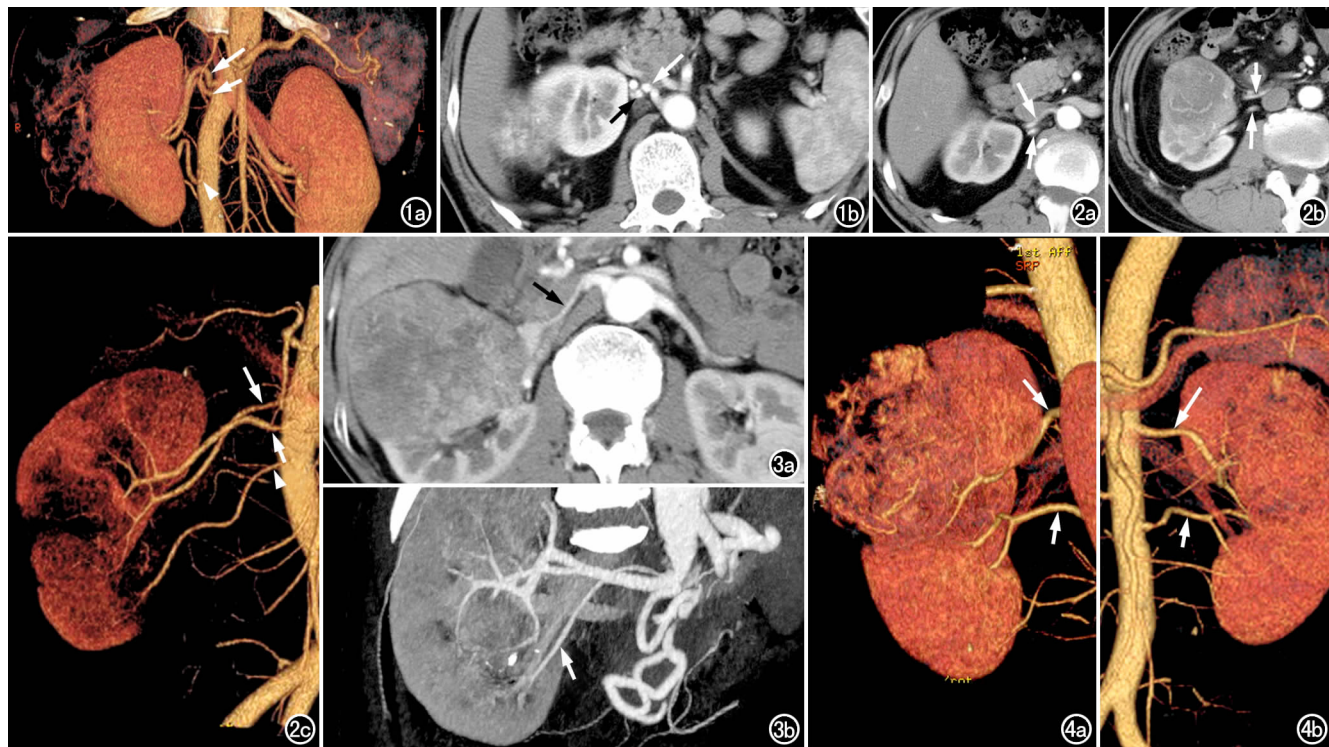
右肾高分化透明细胞癌并多支肾动脉。a) VR 图像示右肾 3 支肾动脉起自于腹主动脉, 依次为主肾动脉(长箭)、副肾门动脉(短箭)和副肾下极动脉(箭头); b) 横轴面 CTA 图像示主肾动脉(白箭)与副肾门动脉(黑箭)的关系。图 2 右肾中分化透明细胞癌并多支肾动脉。a) 横轴面 CTA 图像示副肾门动脉(长箭)和主肾动脉(短箭)走行于下腔静脉后方; b) 下方层面 CTA 示副肾下极动脉(短箭)位于主肾动脉(长箭)的前方; c) VR 图像, 清晰显示右肾 3 支肾动脉起自于腹主动脉, 副肾门动脉(白箭)和主肾动脉(短箭)走行于下腔静脉后方, 副肾下极动脉(箭头)走行于下腔静脉前方。图 3 右肾高分化透明细胞癌, CTA 示右侧副肾下极动脉(箭)。a) 横轴面图像; b) MIP 重组图像。图 4 左肾中分化透明细胞癌, VR 图像示左肾 2 支肾动脉均入肾门, 上支稍粗为主肾动脉(长箭), 下支稍细为副肾门动脉(短箭)。a) 后面观; b) 前面观。
